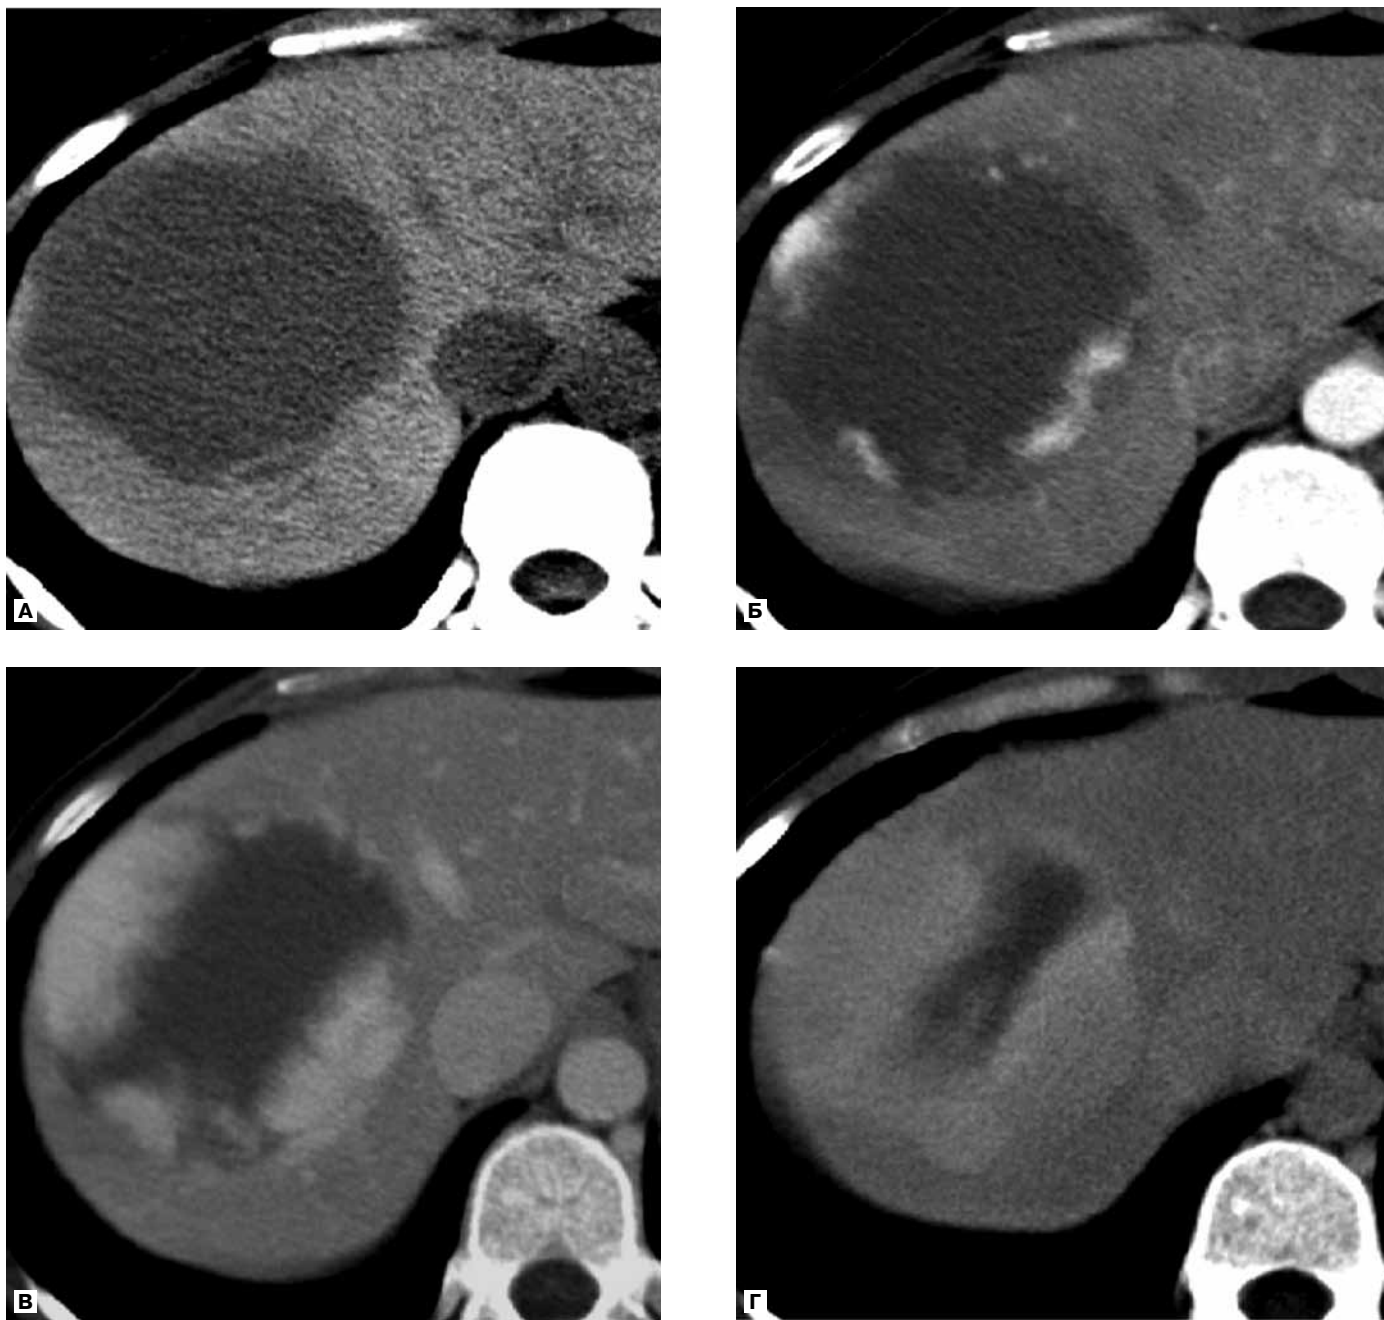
Аксиальные компьютерные томограммы брюшной полости б-го X., 40 лет, с крупной гемангиомой печени.
